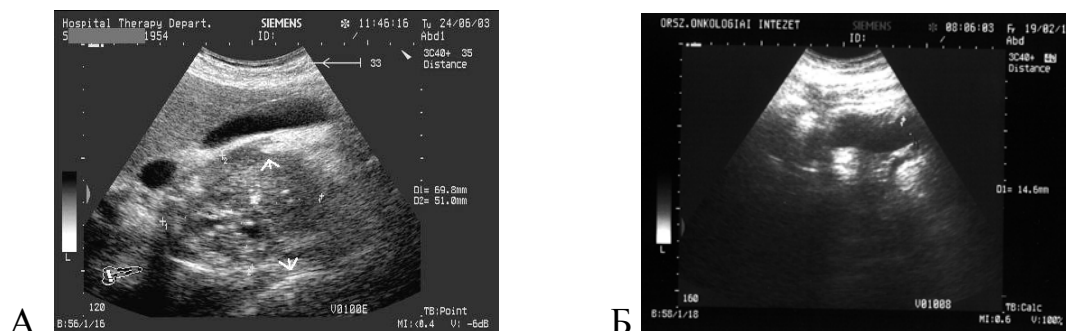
Классическое УЗИ ПЖ: А — Эхограмма головки ПЖ при обострении ХП. Косое сканирование из правого подреберья. Размеры головки увеличены до 5 см (обозначено стрелками). Эхоструктура паренхимы неоднородная за счет гипо- и гиперэхогенных очагов, немногочисленных кальцификатов. Б — расширение вирсунгова протока с атрофией паренхимы ПЖ
